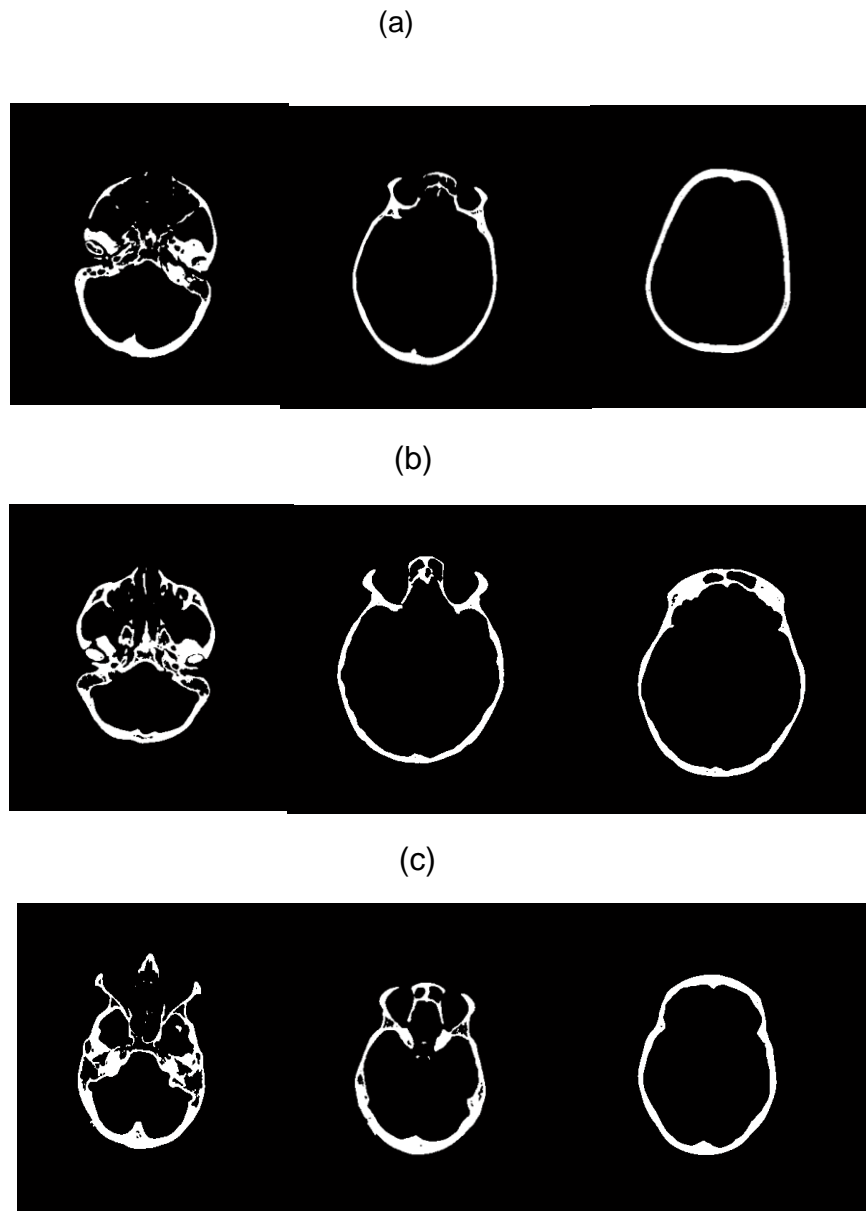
Vista 2D del volumen del hueso del cráneo segmentado (volumen generado a partir de imágenes de TC) empleando la técnica de umbralización para el paciente: (a) Uno, (b) Dos, (c) Tres.
